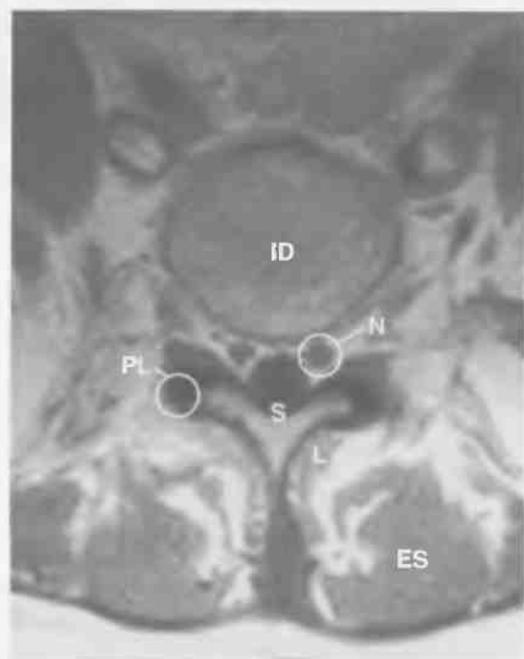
МРТ пояснично-крестового отдела позвоночника, поперечная плоскость.
